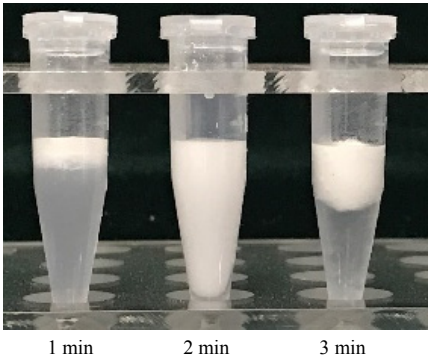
不同超声时间所制 Pickering 乳液离心后的照片
